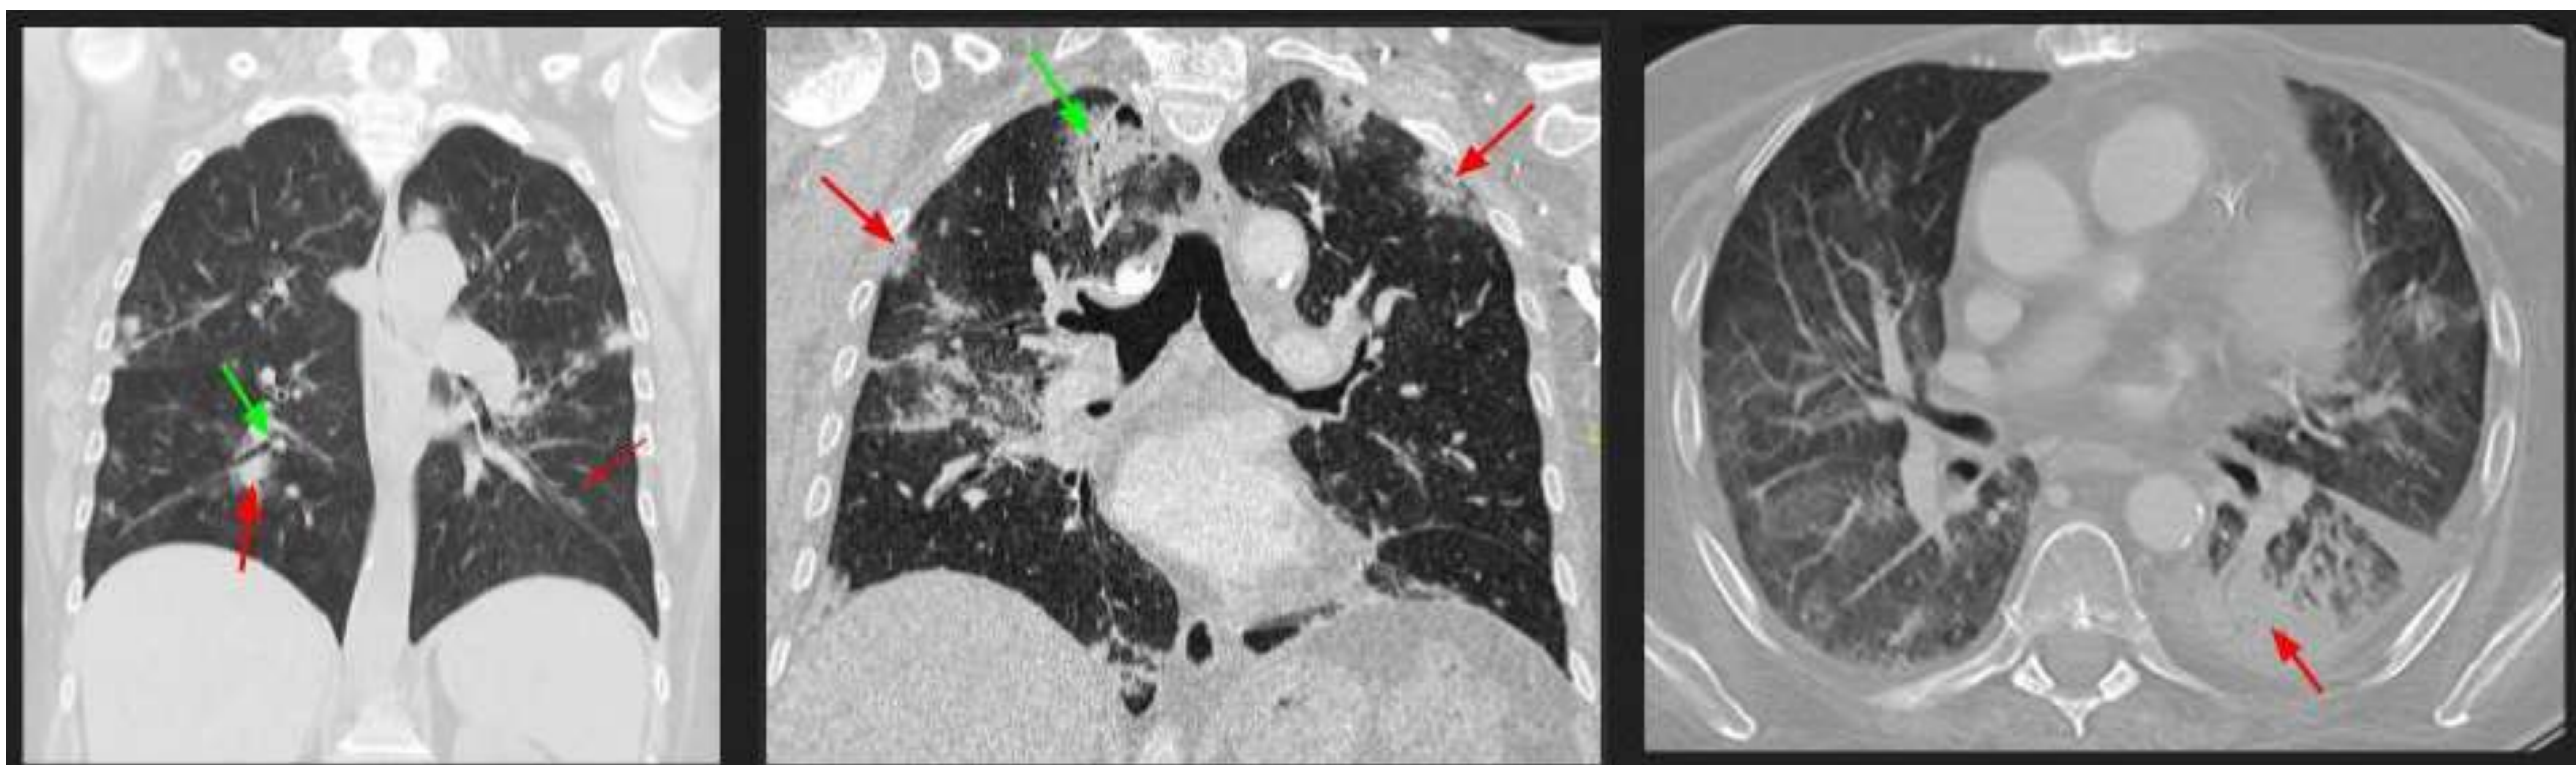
Imágenes TC de tres pacientes con NOC donde se pueden observar consolidaciones y opacidades en vidrio esmerilado (↗) que, en su interior presentan dilataciones bronquiales, reproduciendo un signo de broncograma aéreo (↖).
